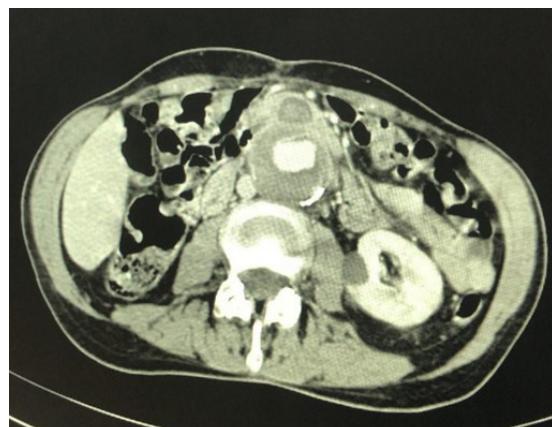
Angiotomografia de abdome em corte axial demonstrando fistula aortoentérica em região proximal da anastomose proximal de bypass aórtico prévio.
